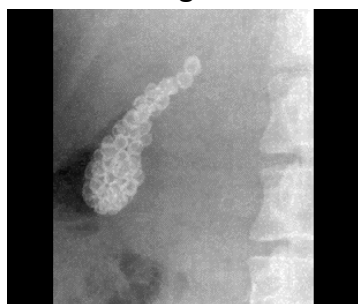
Radiografie abdominală pe gol. Litiază biliară.
